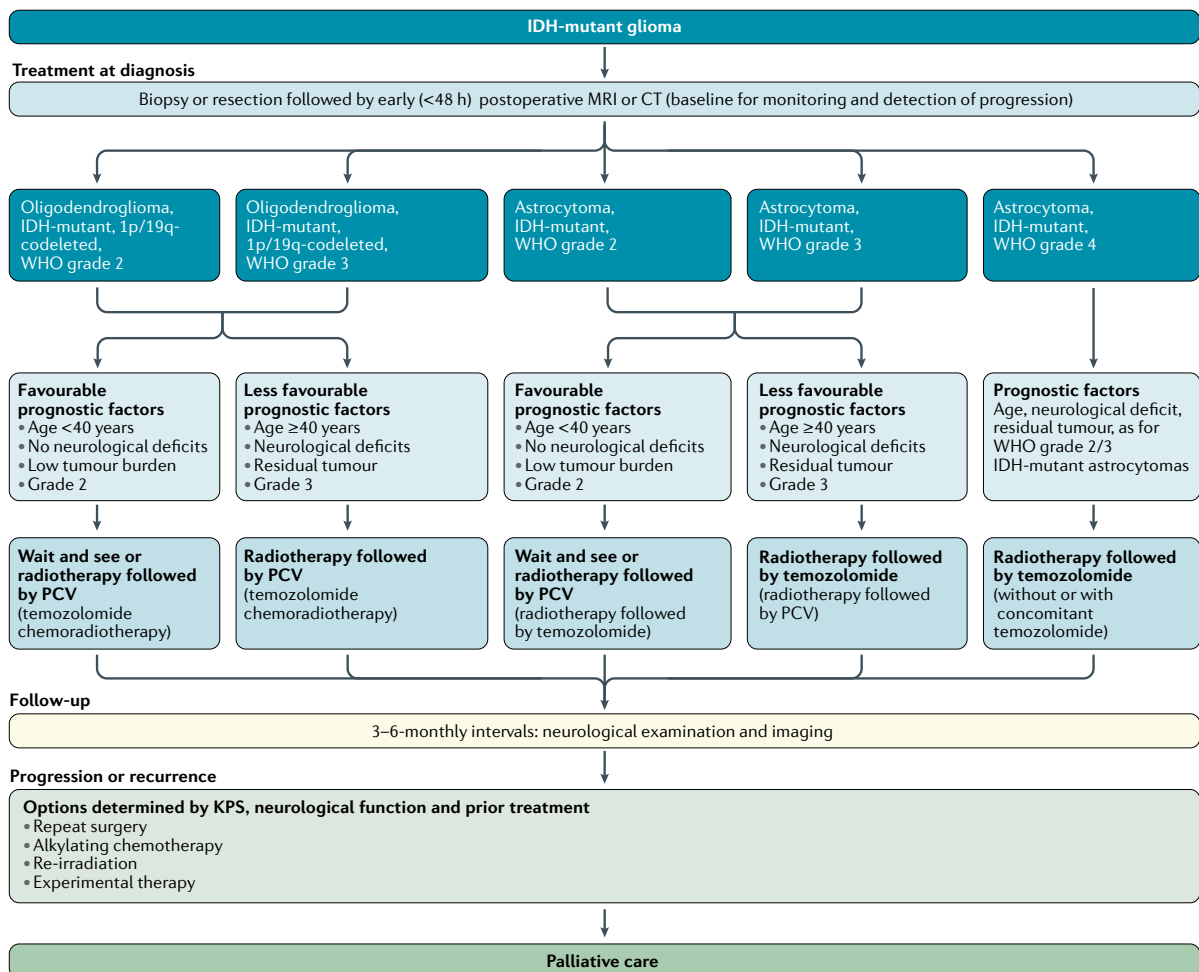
Klinischer Behandlungspfad für IDH-mutierte Gliome, KPS: *Karnofsky Performance Status*, IDH *Isocitratdehydrogenase*, PCV *Procarbazin, Lomustin und Vincristin*, WHO *World Health Organization*, MRI *Magnetresonanztomographie*, CT *Computertomographie*, nach Weller et al. [42]
